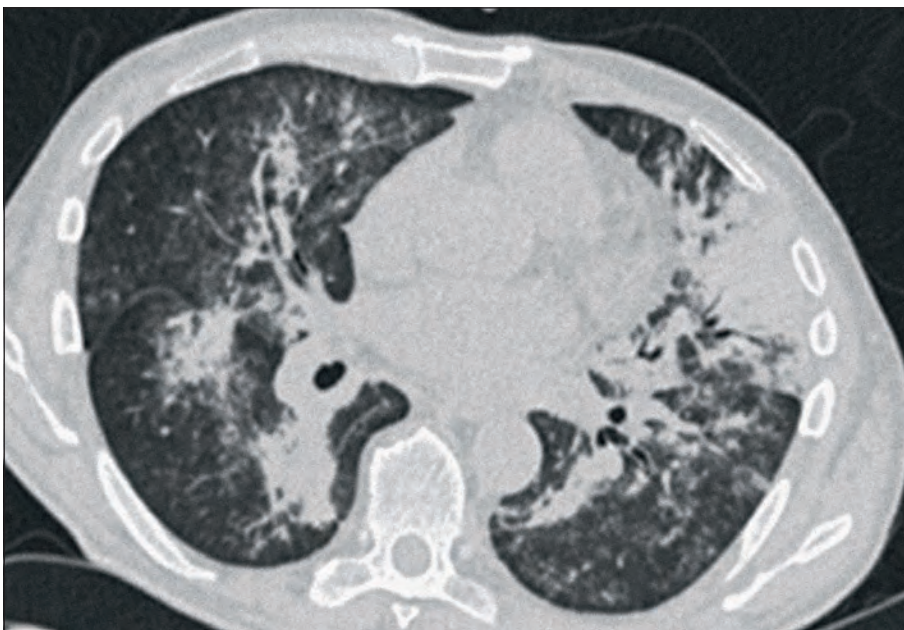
CT-Thorax nativ: Progredienz der bipulmonalen entzündlichen Infiltrate.
